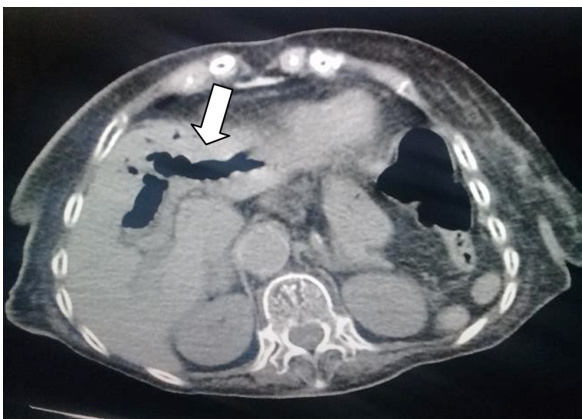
TC simple de abdomen corte axial: neumbilia a predominio de conducto hepático izquierdo.
